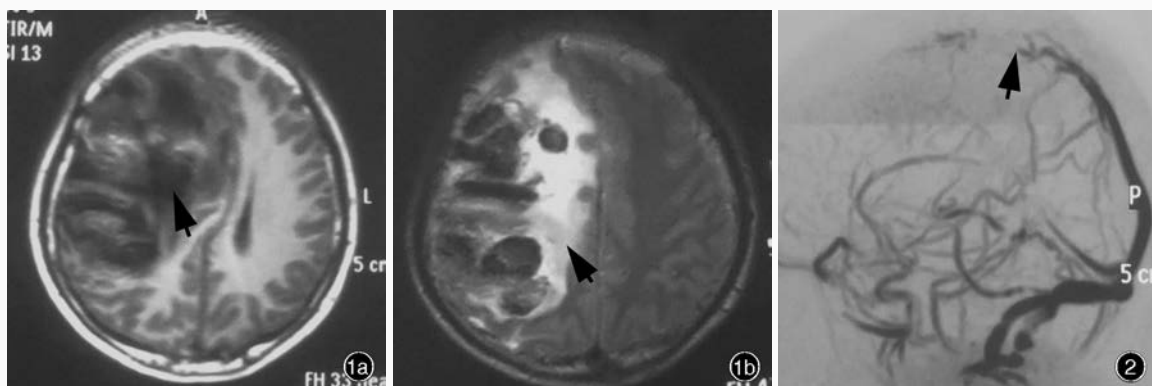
头部 MRI 检查所见 1a 横断面 T₁WI 显示, 右侧额顶叶片状低信号影, 其内可见斑片状高信号影(箭头所示), 病灶边界不清, 中线结构向左侧偏移 1b 横断面 T₂WI 显示, 右侧额顶叶不规则混杂信号影, 其内可见斑片状低信号影(箭头所示), 病灶边界不清, 中线结构略向左侧偏移 图 2 MRV 检查显示, 上矢状窦前 2/3 显影不清(箭头所示)
